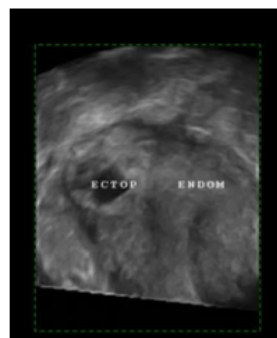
Imagen ecografía 3D gestación ectópica intersticial. H. Clínic de Barcelona
